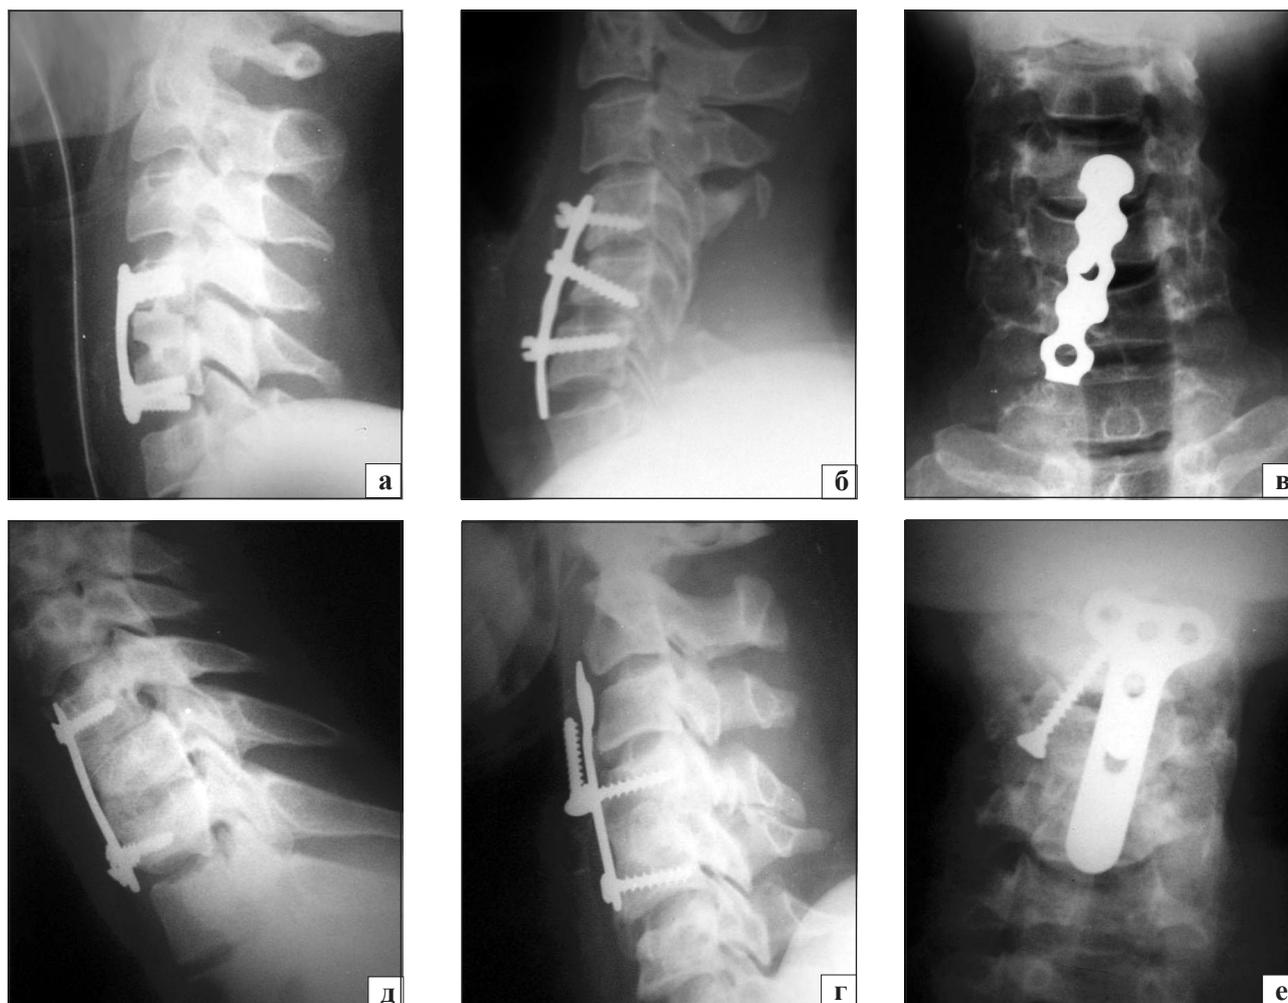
Фотоотпечатки рентгенограмм пациентов при несоблюдении технологий переднего межтелового спондилодеза с помощью пластин: а) неправильный выбор длины пластины и траектории проведения каудальной пары винтов; б, в) — использование не предназначенных для межтеловой фиксации шейных позвонков пластины и винтов с грубым нарушением технологии спондилодеза; г) результат неправильного подбора длины пластины и нарушения методики ее установки, сопровождающийся поломкой и парциальной дислокацией одного из каудально проведенных винтов; д, е) — полное выкручивание и дислокация краниально проведенного винта при использовании не предназначенной для межтеловой фиксации шейных позвонков пластины
